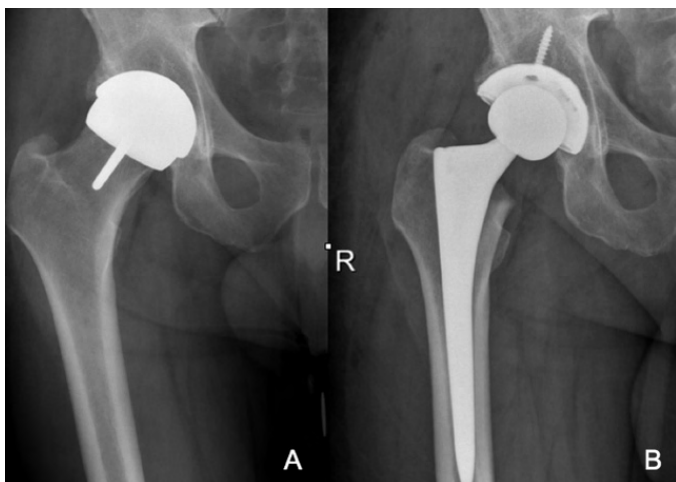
(A) Radiografia anteroposterior de maluc, de seguiment de una de les pròtesis recanviades, sense troballes radiològiques relevants i (B) Radiografia del mateix pacient un cop fet el recanvi.
